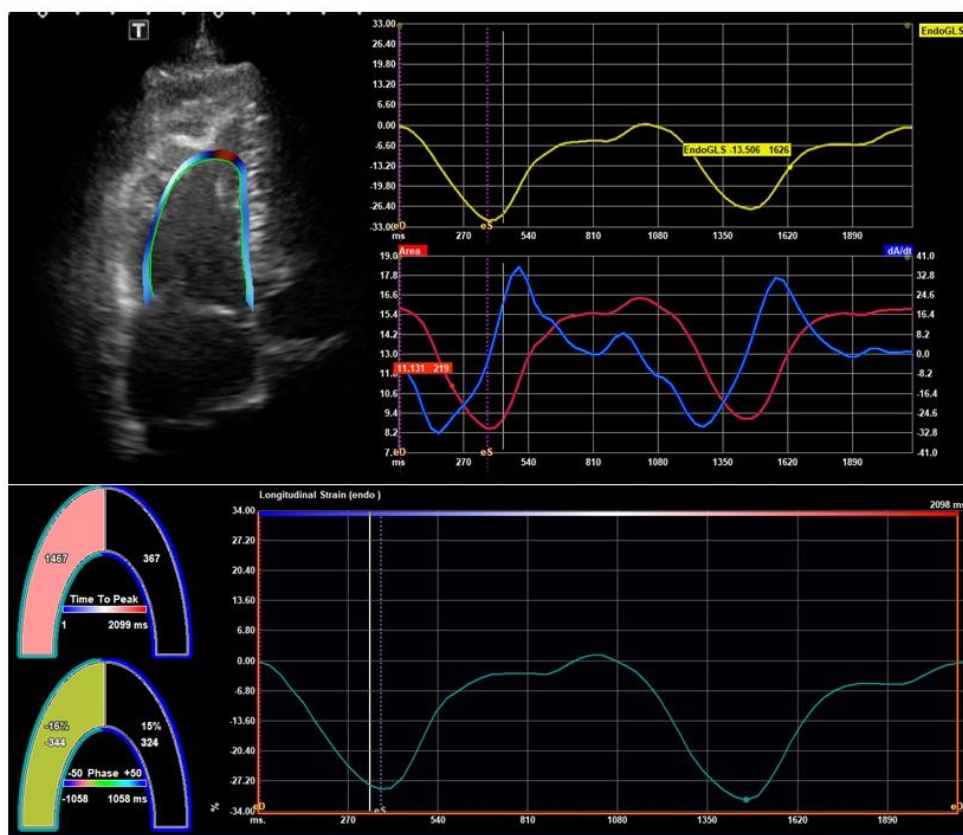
経胸壁心エコーにおける右室機能評価指標
